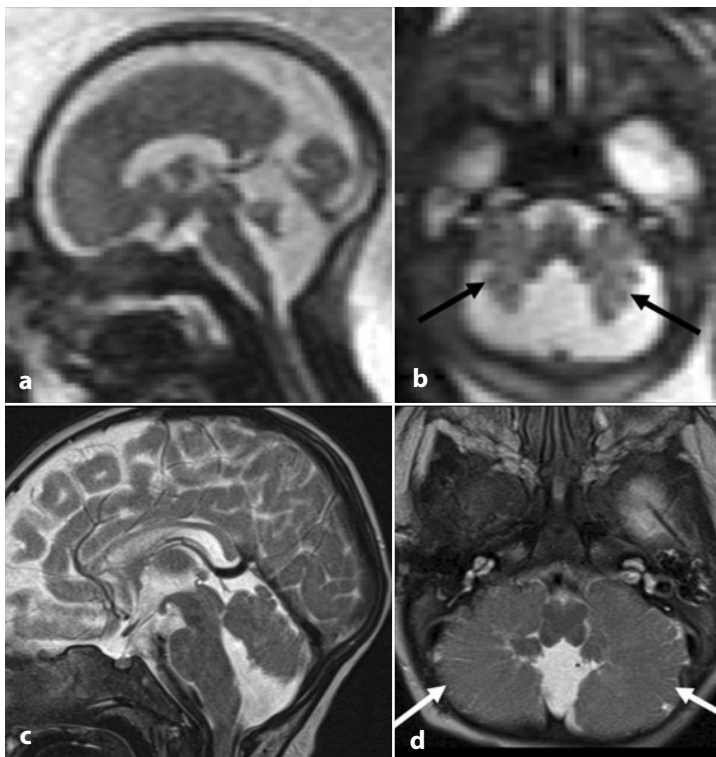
a-d Immagini sagittale (a) e assiale (b) pesate in T2 a 24 settimane di gestazione che mostrano l'agenesia della porzione inferiore del verme cerebellare e l'anomala conformazione dei folia cerebellari, disposti in maniera radiale (*freccie nere*). Immagini sagittale (c) e assiale (d) pesate in T2 acquisite in epoca postatale confermano i reperti della RM fetale (*freccie bianche*)
